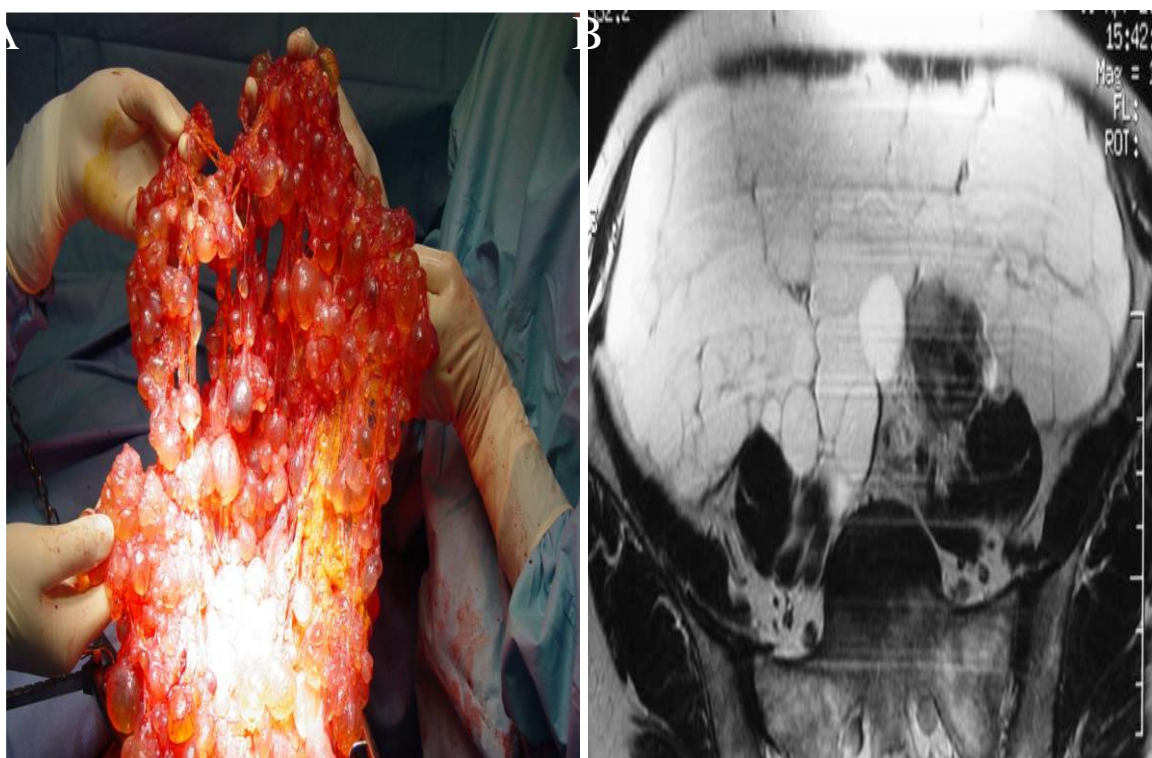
A- Vue opératoire mésothélium kystique d'aspect bénin, B- TDM avec injection : image multilobulée en « grappe de raisin » [Courtoisie C.D. et al 2012].
